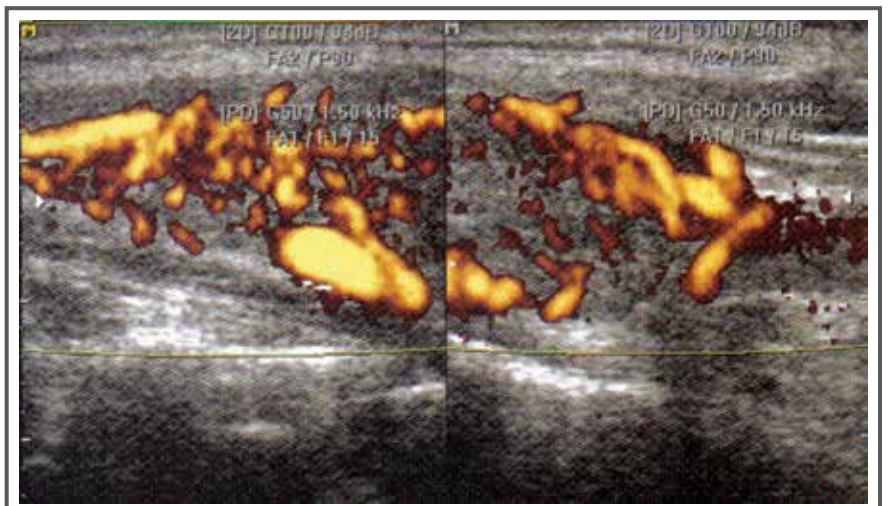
USG com Doppler da tireoide, demonstrando hiperfluxo difuso, encontrado em um caso de Hashitoxicose. Dessa forma, diante de um quadro semelhante, além de doença de Graves, deve-se pensar em tireoidite de Hashimoto com Hashitoxicose. Gentilmente cedido pelo Prof. Dr. Euderson Kang Tourinho, do Serviço de Radiologia da UFRJ.*
